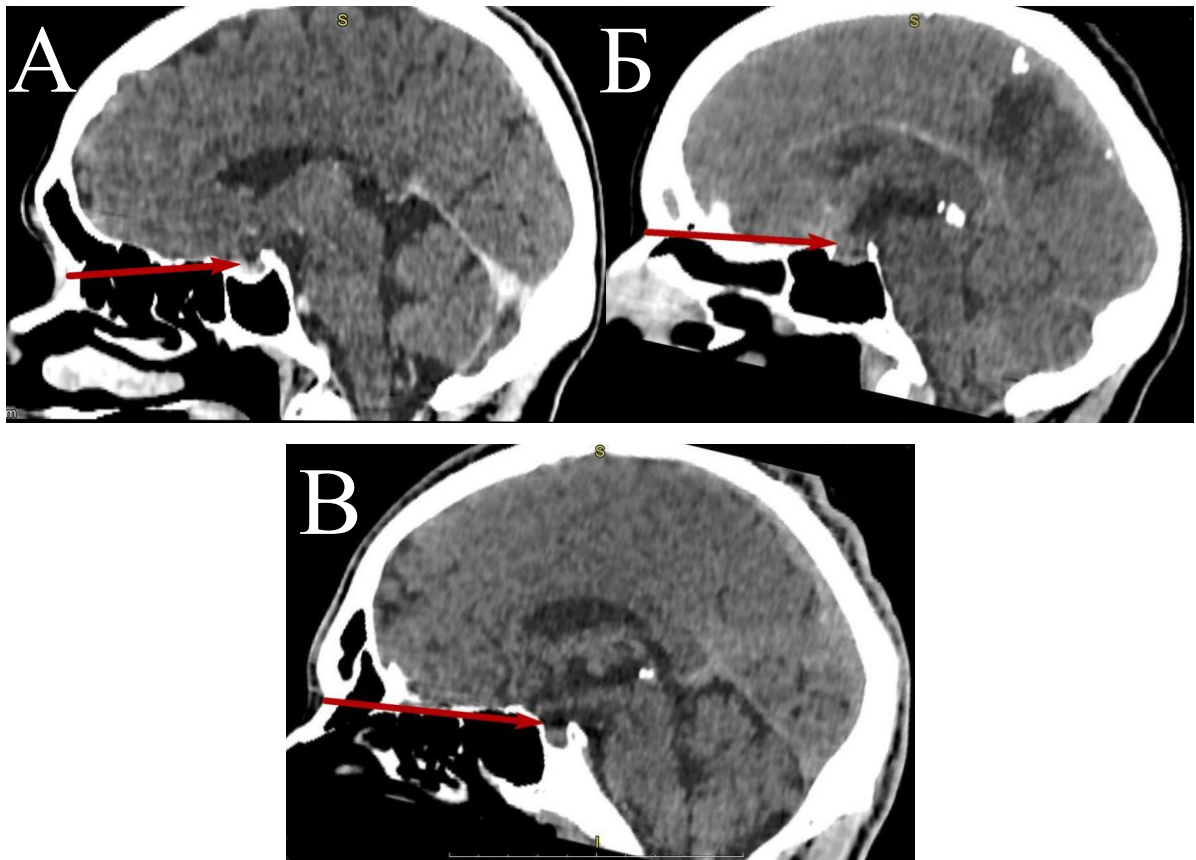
Мінливість розміру між точкою назіон та горбком ТС в залежності від крайніх типів черепа на КТ знімках голови людей зрілого віку: А – брахікрани; Б – мезокрани; В – доліхокрани.
